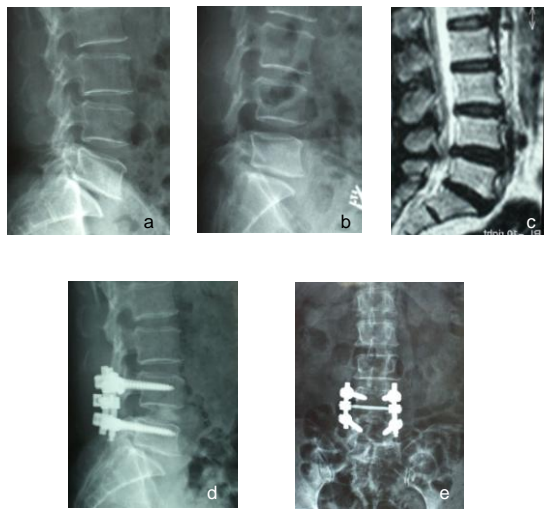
X-ray comparison of patients before and after posterior carbon fiber cage interbody placement in combination with pedicle screw fixation
